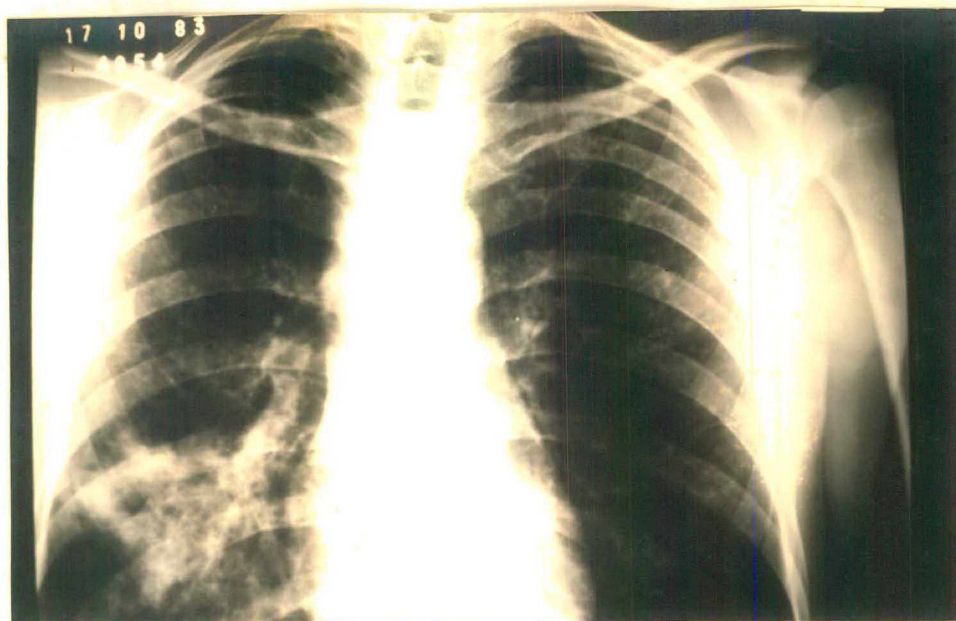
Radiografia de tórax com densificação inflamatória e cavitações de permeio, com conteúdo hidro-aéreo (17 de outubro de 1983).
